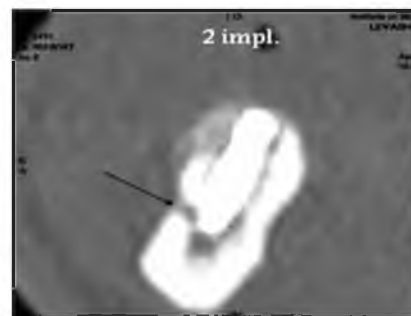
Реформатированные изображения СКТ в косой и аксиальной проекциях. Имплантат находится в верхнечелюстной пазухе
